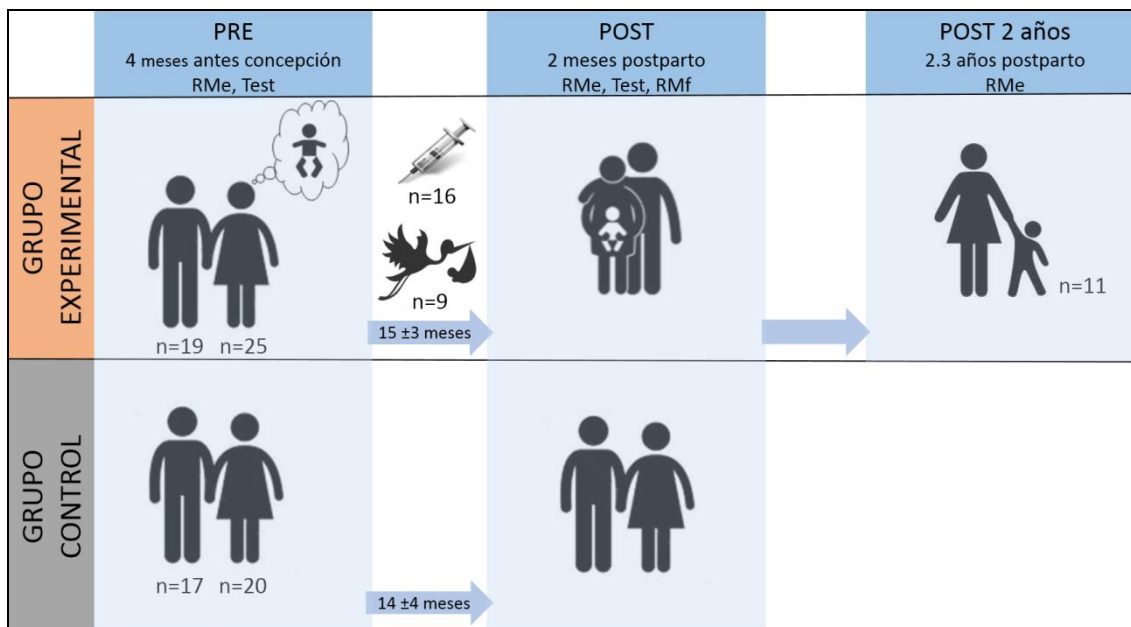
Diseño del estudio prospectivo con grupo control equivalente. El grupo experimental está configurado por parejas que buscan su primer embarazo, veinticinco mujeres y diecinueve de las parejas masculinas. El grupo control son parejas que no tienen hijos entre los dos momentos de medición, veinte mujeres y diecisiete hombres. La Sesión PRE, previa al embarazo, se realizó de promedio 4±3 meses antes de la concepción. La sesión POST en el postparto, de promedio 2±1 meses. La media de tiempo transcurrido entre los dos momentos de medición es de 15±3 y 14±4. N=número; RMe = resonancia magnética estructural; RMf = resonancia magnética funcional.
